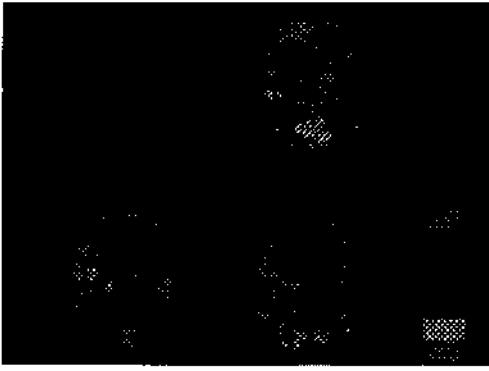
SPECT-skanning (med ^{99m}Tc - d , $-$ HMPAO-teknik) af hjernens blodgennemstrømning hos en 58-årig rask person (øverst), en 74-årig patient med Alzheimer's sygdom (nederst til venstre) og en 53-årig patient med formodet alkoholisk demens (nederst til højre). Venstre hemisfære er vist til venstre. Farveskalaen angiver relative blodgennemstrømningsniveauer med røde og hvide farver indikerende de højeste værdier. Hos patienten med Alzheimer's sygdom ses reduktion af blodgennemstrømningen bilateralt og posterioert i temporallapperne. Hos patienten med alkoholisk demens ses bilateral reduktion af blodgennemstrømningen i frontallappen. Hos alle tre patienter viste CT af hjernen diffus atrofi uden fokale abnormiteter.
